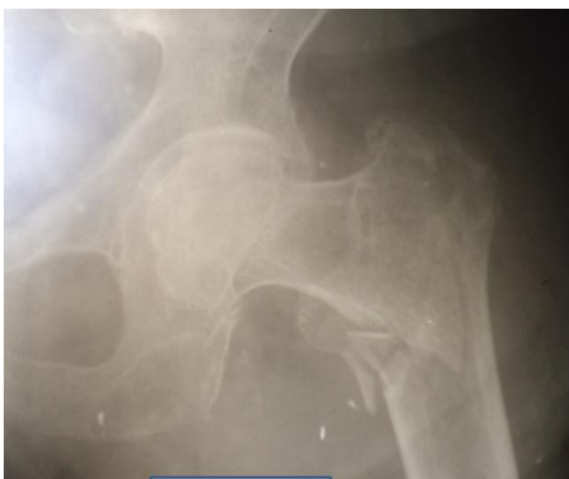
Рентгенограмма бедренной кости с переломом пациентки Б.
